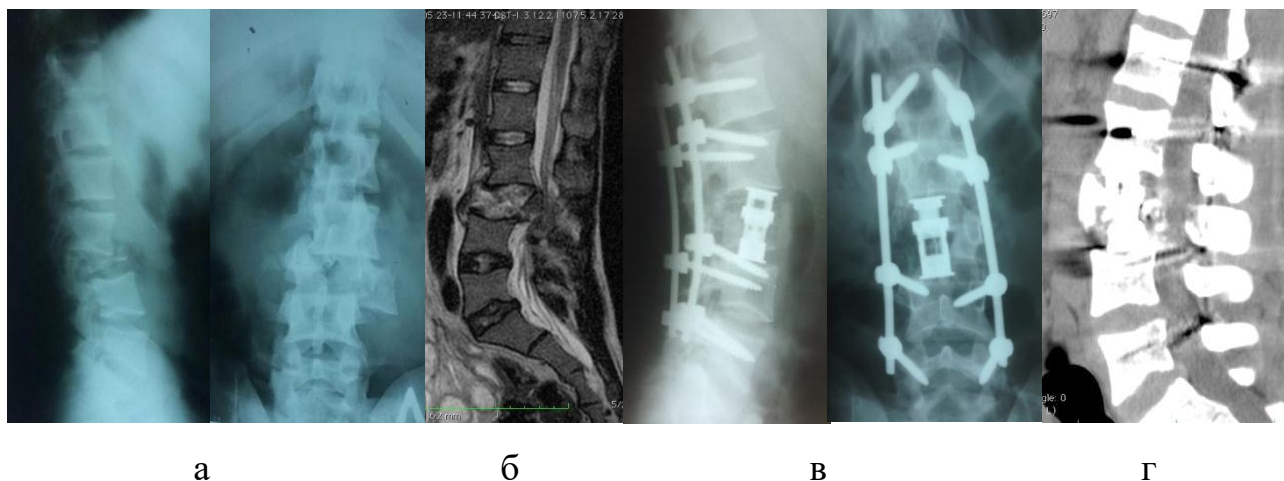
Рентгенограми після травми (а) та після операції (в), томограми після травми (б) та через 2 тижні після операції (г).
